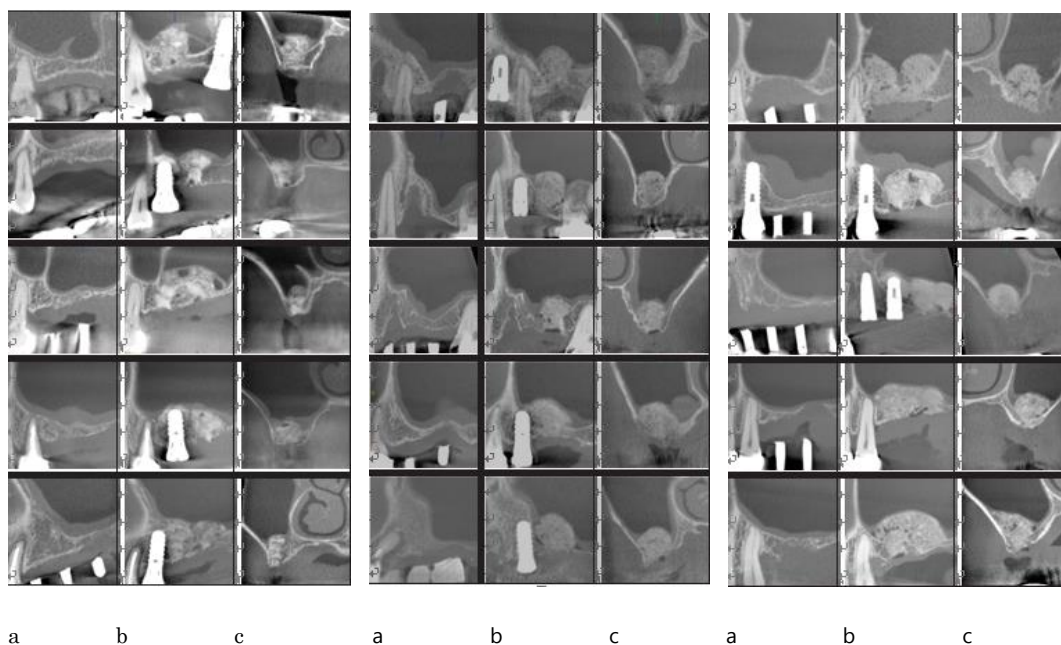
患者15人の上顎洞挙上部位術前と術直後のCTスキャン像。(a)術前側面像 (b)術直後側面像 (c)術直後正面像
